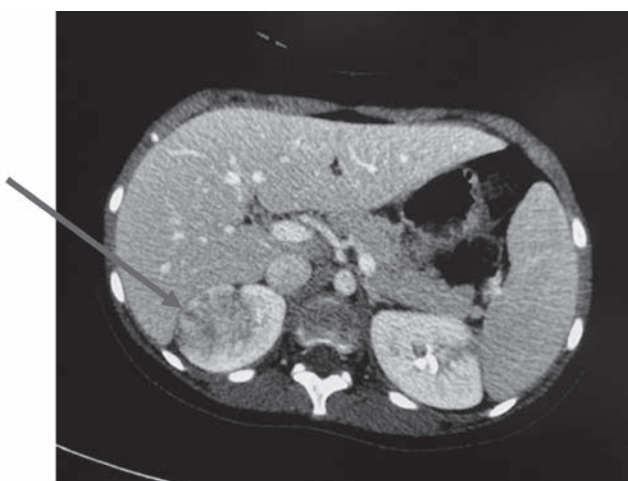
TAC de abdomen. Corte transversal. Nefronía de uno de nuestros pacientes visualizadas en un TAC. Muestra áreas mal definidas, con forma de cuña, sin realce tras la administración de contraste.
